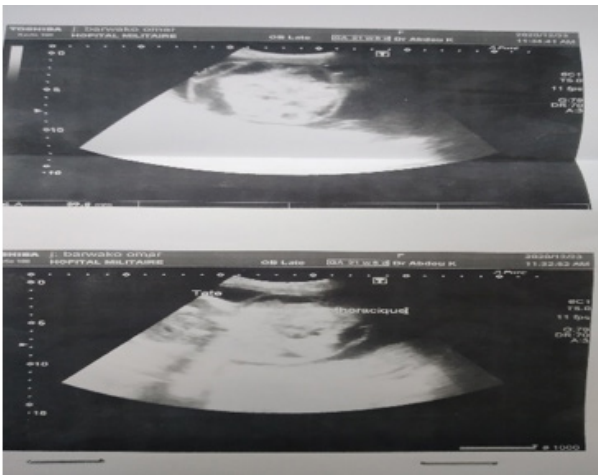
Aspect échographique (tumeur et tête du fœtus) à 21 SA
